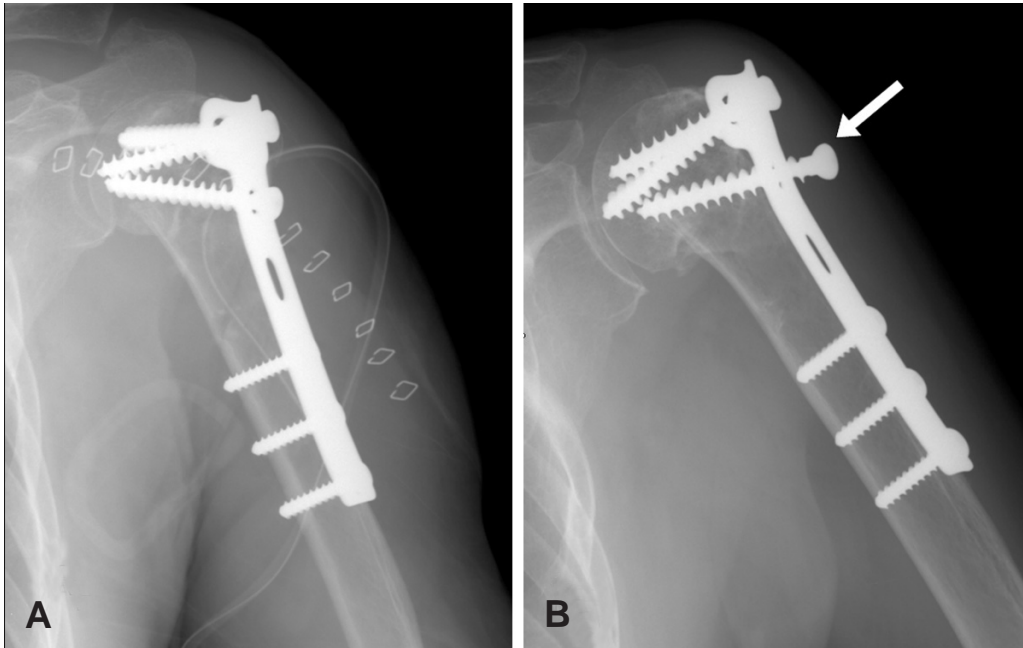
(A) An anterior posterior radiograph was obtained at immediate post-operation. (B) An anterior posterior radiograph made at postoperative 6 months demonstrate screw migration (white arrow).
